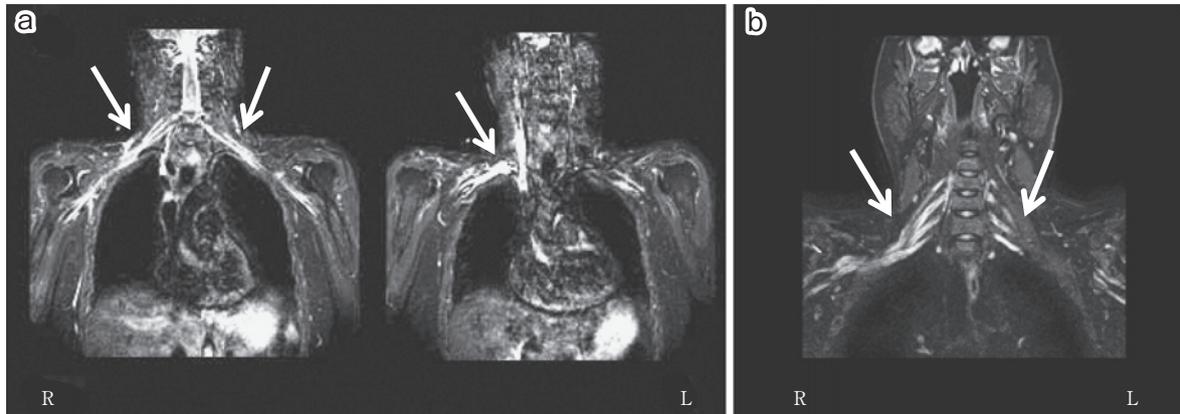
Bilateral brachial plexus MRI findings.
